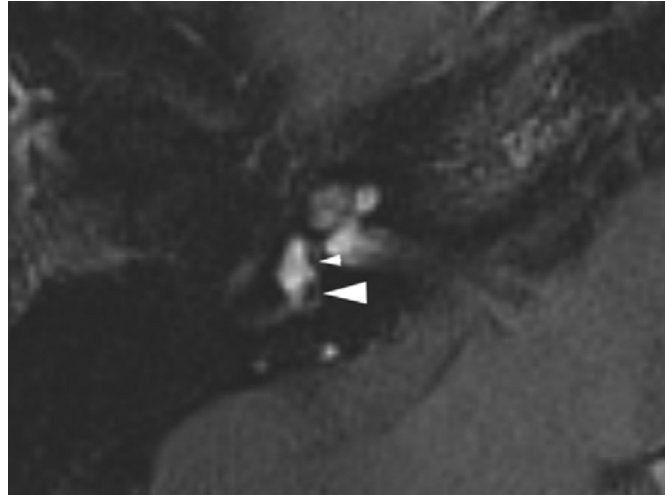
Une femme de 58 ans qui se présente pour vertiges et étourdissements sans perte auditive. Image 3D FLAIR recadrée en coupe axiale de l'oreille droite, 4 heures après administration intraveineuse d'une double dose de gadolinium, au niveau de la partie inférieure du vestibule. Le saccule (petite pointe de flèche) et l'utricule (grande pointe de flèche) peuvent être bien discriminés. Le saccule est la plus petite structure et est situé en avant, en bas et en dedans du vestibule. Il n'y a aucun signe d'hydrops vestibulaire. Le saccule et l'utricule sont remplis d'endolymphe et ne se rehaussent pas. Cette propriété les rend clairement visibles sur le fond de l'espace périlymphatique rehaussé dans le vestibule. Ces résultats sont considérés comme normaux.
